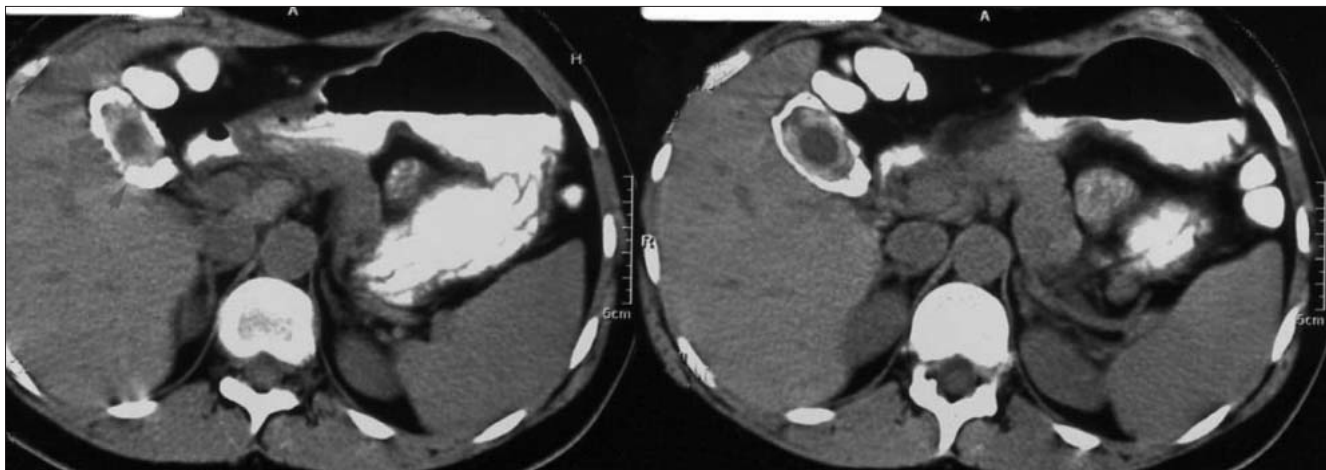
Veziula de porțelan - Examen computer tomograf. Se observă calcificările de la nivelul peretelui colecistic*
